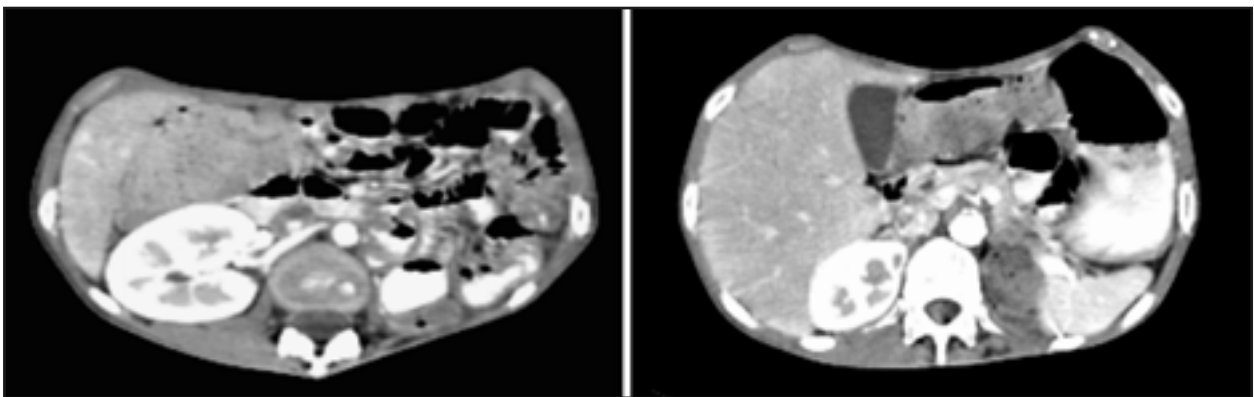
TC mostrando la estenosis en el origen de la arteria renal derecha (a) y en el origen del tronco celíaco (b)
